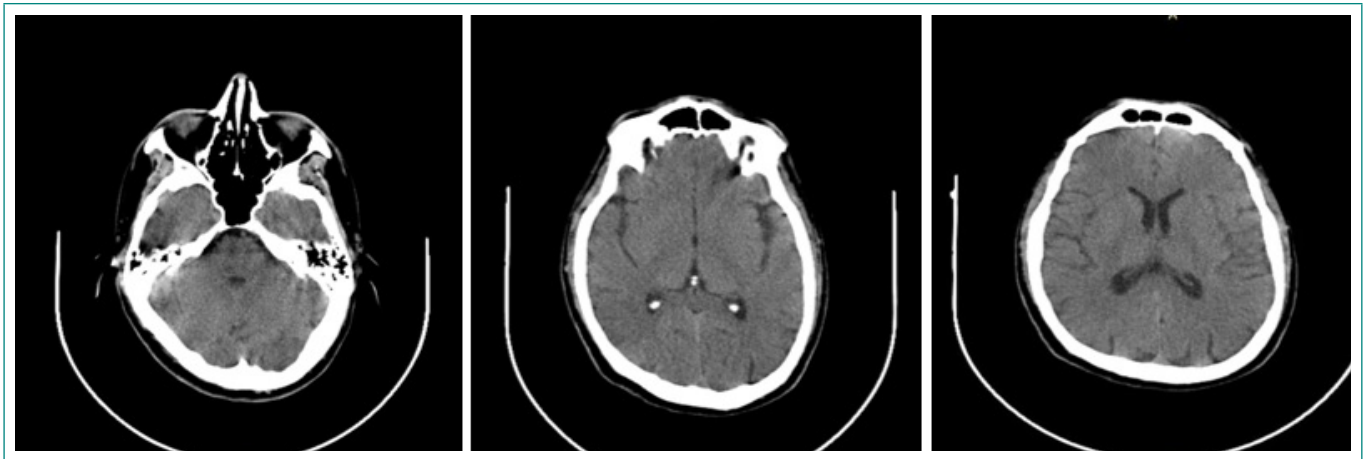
Tomografía cerebral.
